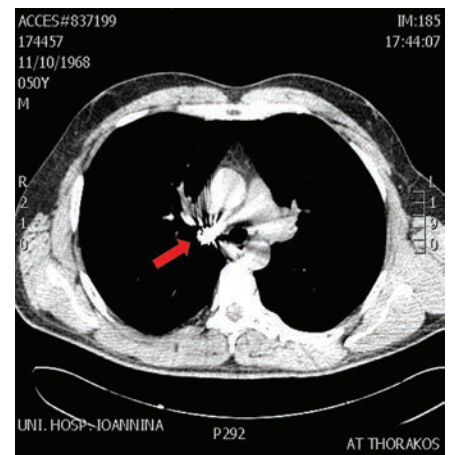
Accurate location of the foreign body using computed tomography scan.
